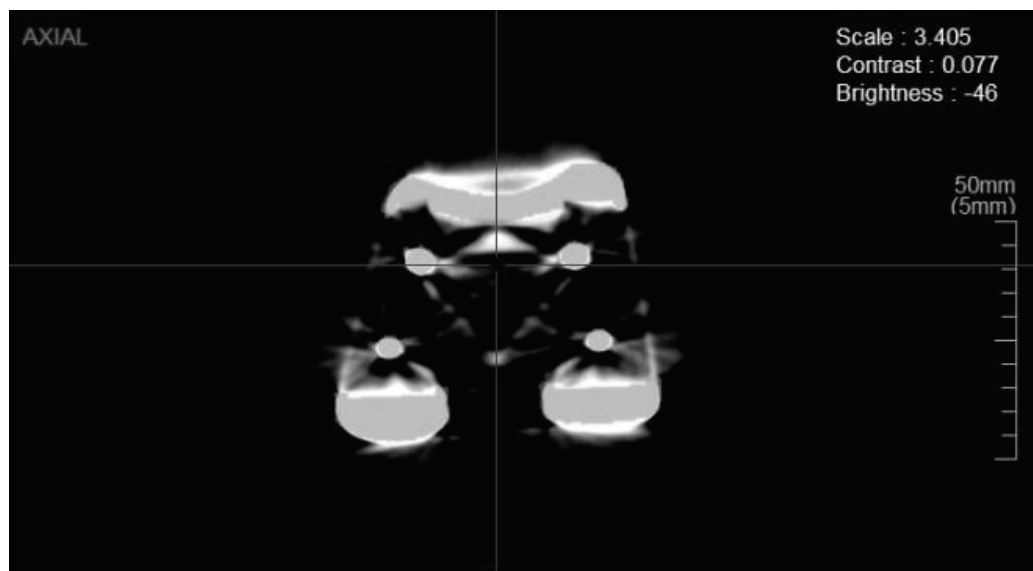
Matching result of CT image and implant CAD model.
